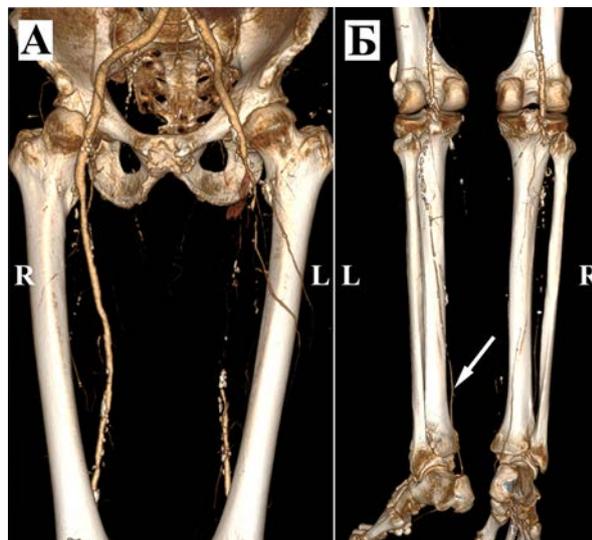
Предоперационная мультиспиральная компьютерная томограмма артерий нижних конечностей с внутривенным контрастированием пациента К.: А – подвздошно-бедренный сегмент (окклюзия левой ПБА); Б – подколенно-берцовый сегмент (окклюзия левой ПкА, артерий голени, белая стрелка указывает на контрастируемый отрезок задней большеберцовой артерии)
